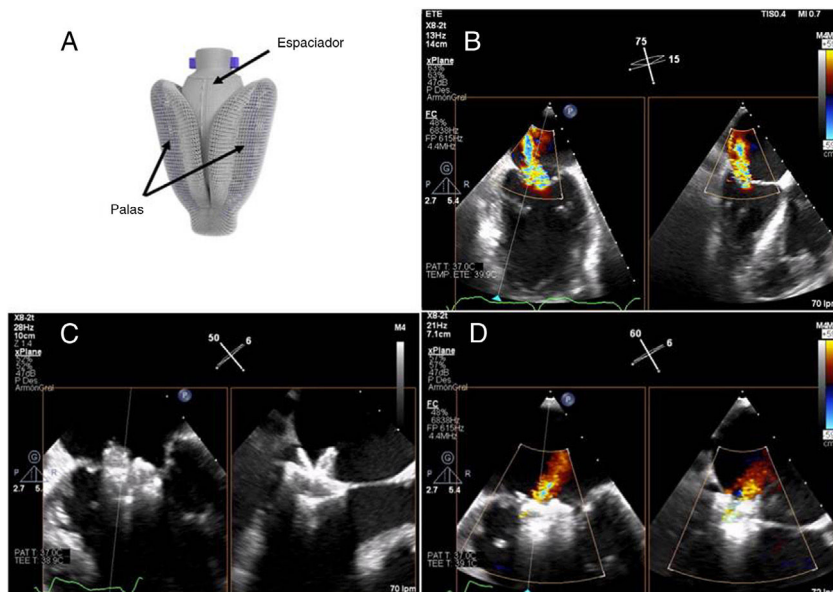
A: dispositivo PASCAL en posición cerrada mostrando las palas anchas y el espaciador central. B: X-plane color de válvula mitral en ecocardiografía transesofágica (ETE) previa al implante. C: captura individual de velo posterior. D: X-plane color de la válvula mitral final. Reproducido con permiso de Edwards Lifesciences (Estados Unidos). Esta figura se muestra a todo color solo en la versión electrónica del artículo.
